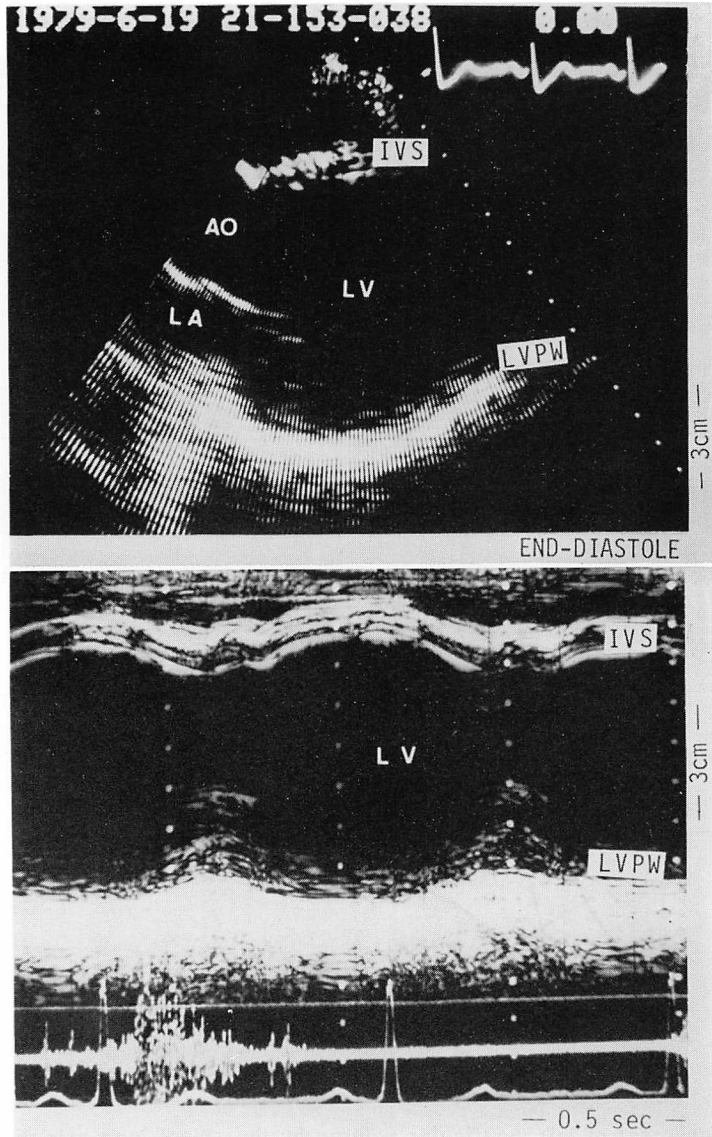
Two-dimensional echocardiogram of the parasternal long axis view is on the upper panel, and M-mode echocardiogram of the left ventricle obtained from parasternal long axis view on the lower panel.
